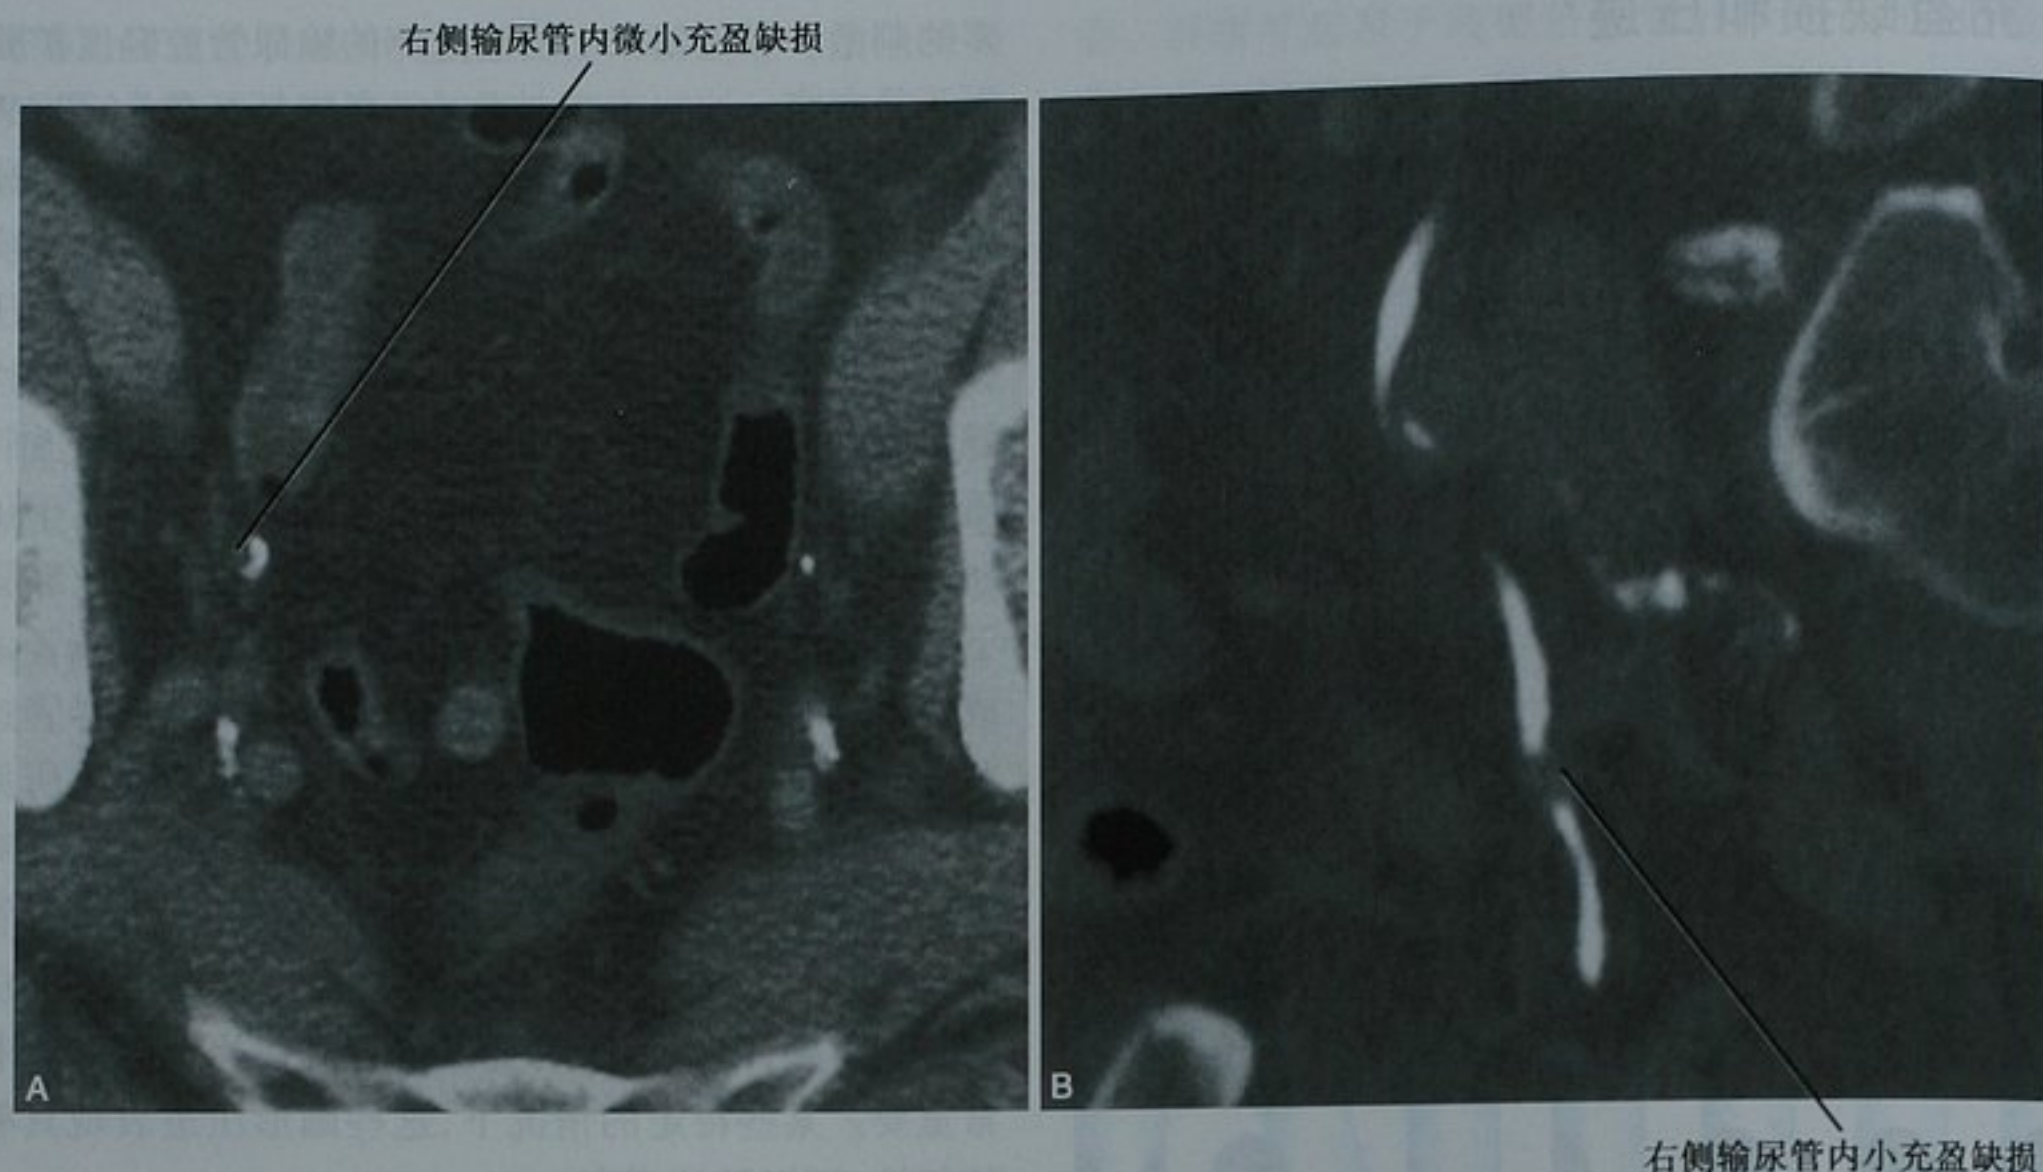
CT 尿路造影所见小的充盈缺损。A. 盆腔段输尿管排泄期横断位图像显示右侧输尿管内一个被对比剂衬托出来的小的充盈缺损；B. 矢状位最大密度投影图像更好地显示了病变(泌尿上皮癌)
